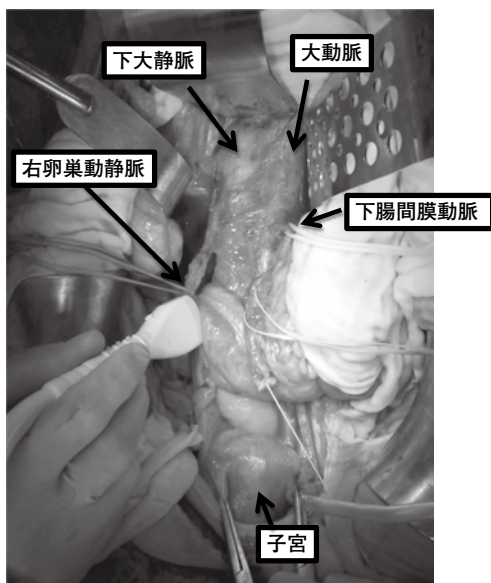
温存した卵巢動脈の血流を、術中にエコーで直接確認する。
